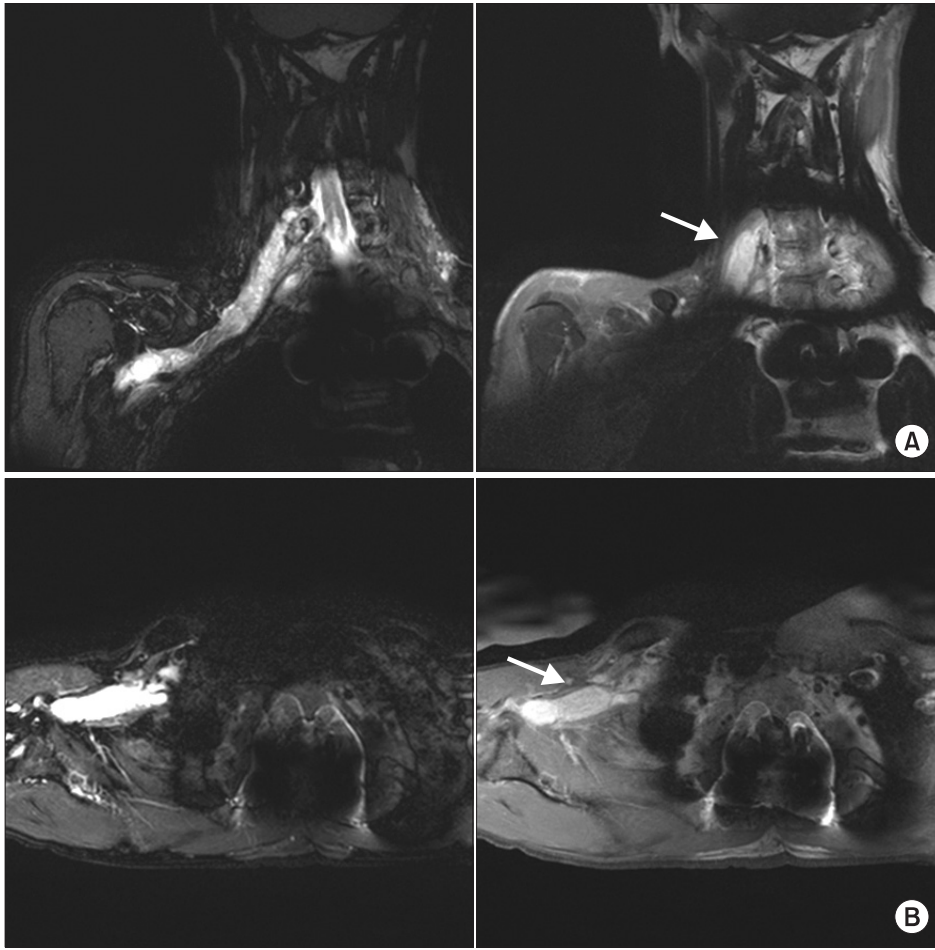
MR image of the glomus tumor in right brachial plexus. (A) Coronal images. 1. Coronal T2-weighted fat-suppressed image showed mass arising from C5-6 neural foramen to right axilla. The mass was measured about 1.6 cm of diameter and 2-2.3 cm of thickness and had intermediate increased signal intensity. There was artifact due to the spinal instrumentation. 2. Coronal T1-weighted image with Gadolinium enhance showed that the mass (arrow) had low signal intensity and was well-enhanced. (B) Axial images. The same findings with the above figure (A).
